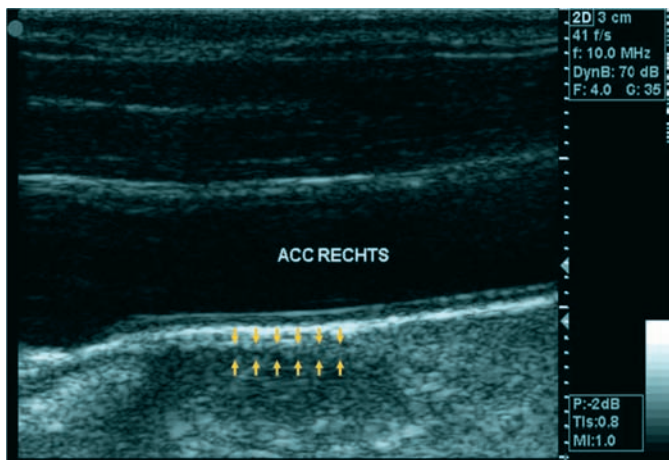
Farbcodierte Duplex-Sonografie der rechten Carotis mit unauffälligem arteriellen Gefäßstatus und günstiger Intima-Media-Dicke (Horizontalmessung): Es besteht eine Korrelation zwischen Lipid-Profil und Dicke der Intima-Media.
